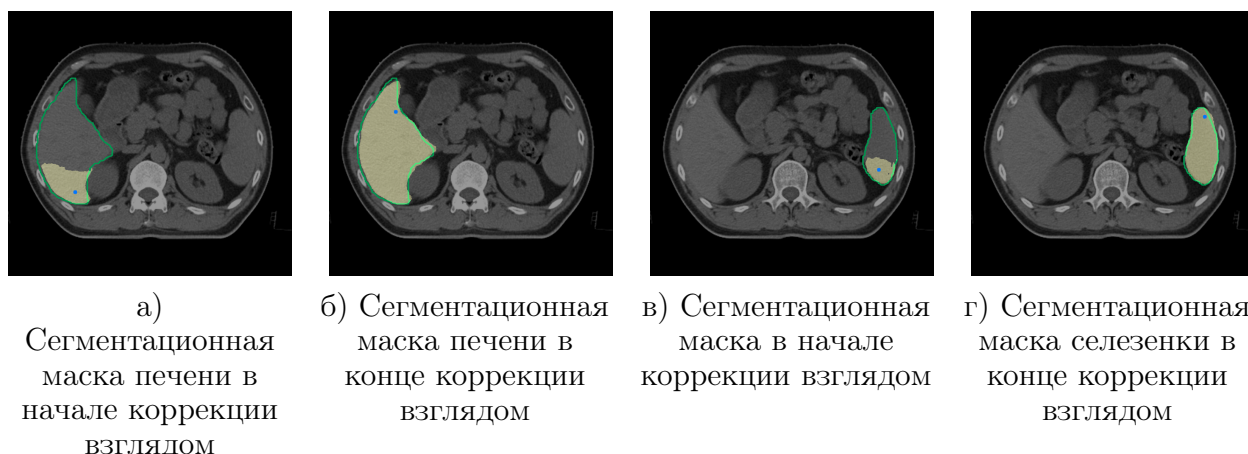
Процесс коррекции сегментационных масок для органов брюшной полости, таких как печень и селезенка, с визуализацией контуров эталонной маски сегментации (зеленая), прогнозируемой маски сегментации (желтая) и точек взгляда (синяя) на КТ-изображении
